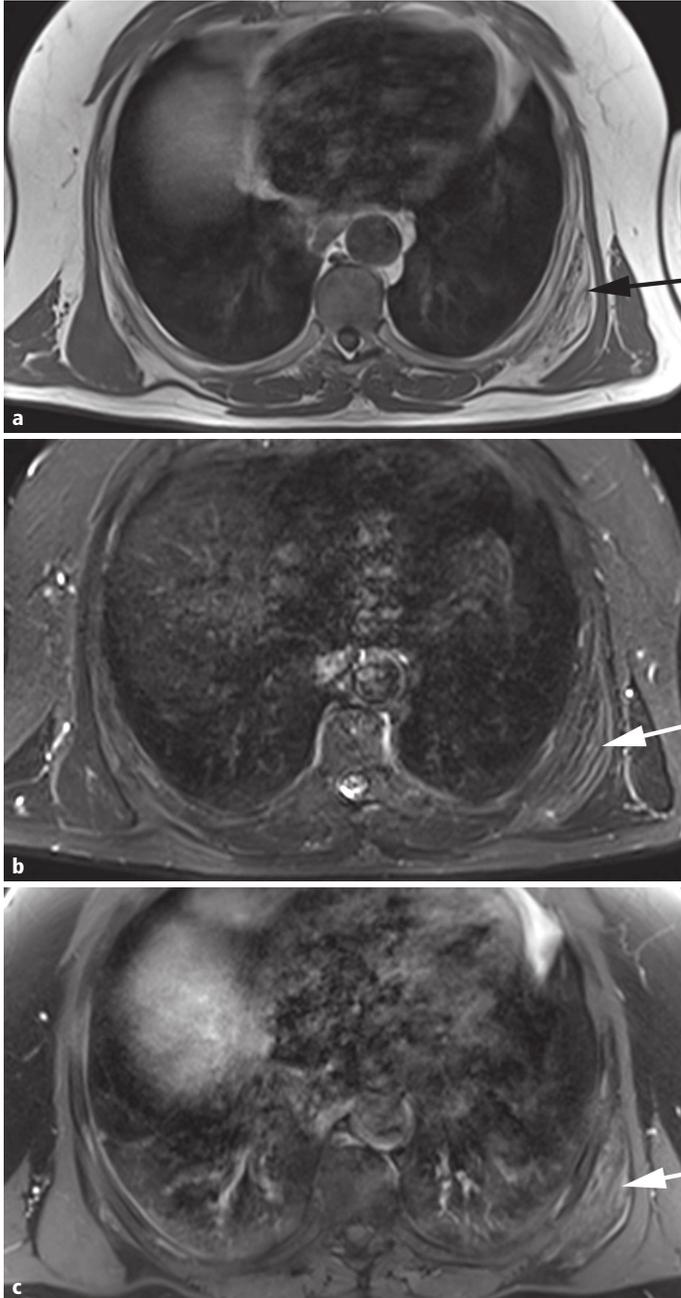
IRM en coupe axiale T1 (a), T2FS (b) et T1FS après injection (c) : aspect strié caractéristique alternant des lamelles de tissu fibreux de bas signal et des lamelles de graisse (flèche).
